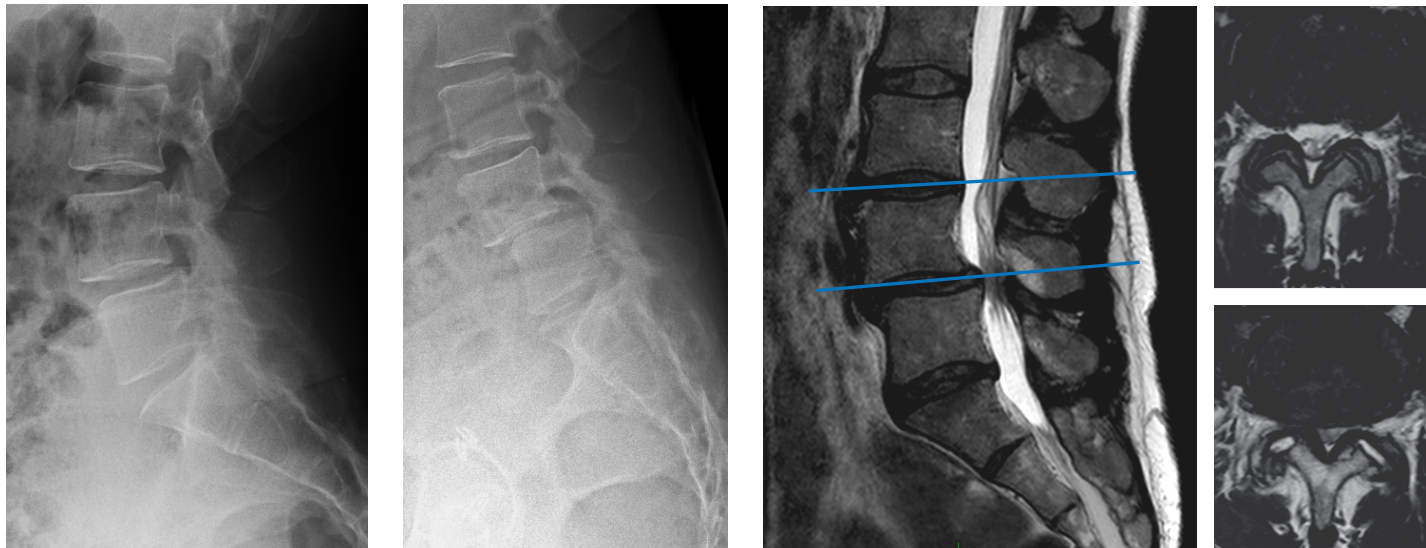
Spondylolisthésis dégénératif de mauvaise évolution clinique et radiologique. À gauche, on voit la situation début 2013 : il y a un léger spondylolisthésis dégénératif de quelques mm en L4-L5. Au milieu, sur la même radiographie mais trois ans plus tard, on voit bien que le glissement est bien plus sévère et est passé à 10 mm. Au même moment en IRM, ici en pondération T2 (en décubitus dorsal), on voit en coupe sagittale médiane (image de droite) que le canal est rétréci en L4-L5. En coupe axiale, au niveau de L3-L4, le LCR entoure normalement les racines (Lausanne A). En L4-L5, on ne voit plus de LCR autour des racines (Lausanne C). Notez les deux croissants en hypersignal au niveau des facettes qui signent une décoaptation de celle-ci. Ceci correspond à du liquide articulaire qui remplit s'espace articulaire décoapté et qui apparaît en hypersignal. En station debout le canal est donc encore plus comprimé, ce qui rend la situation insupportable pour la patiente.
